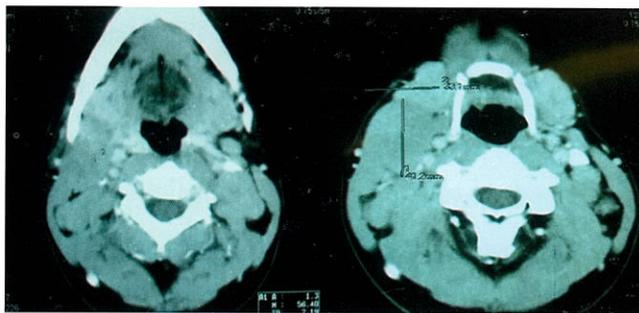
Tomografía de cuello muestra adenopatía bilateral múltiple.
